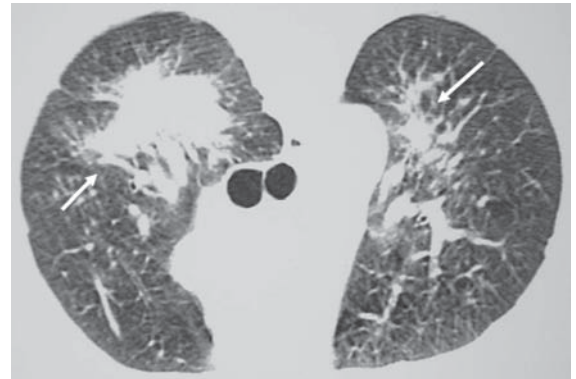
Silicose crônica complicada. Tomografia computadorizada de alta resolução em decúbito ventral demonstrando grandes opacidades nas regiões posteriores dos lobos superiores (setas)
